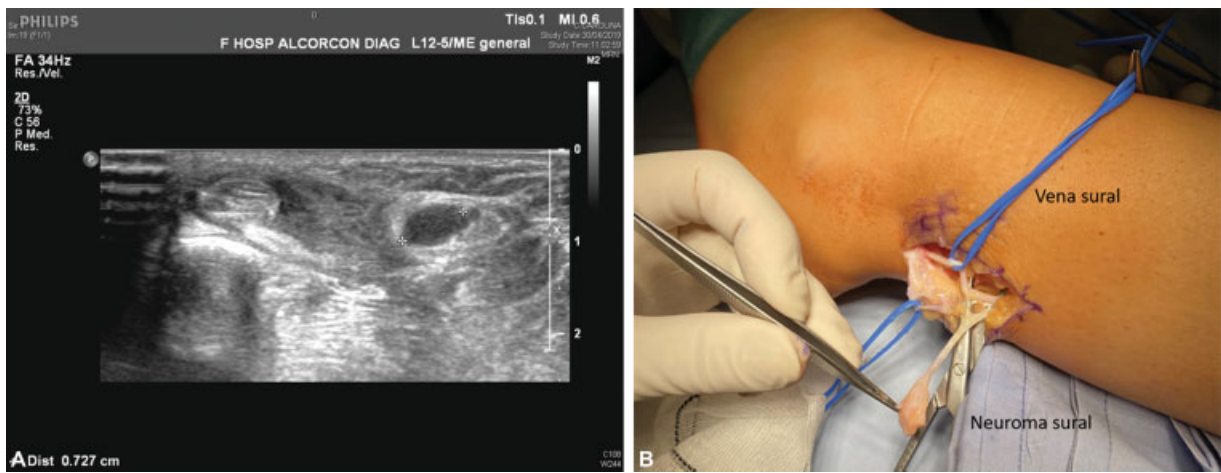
(A,B) Neuroma sural tras cirugía peronea. Ecografía y correlación con hallazgos intraoperatorios
